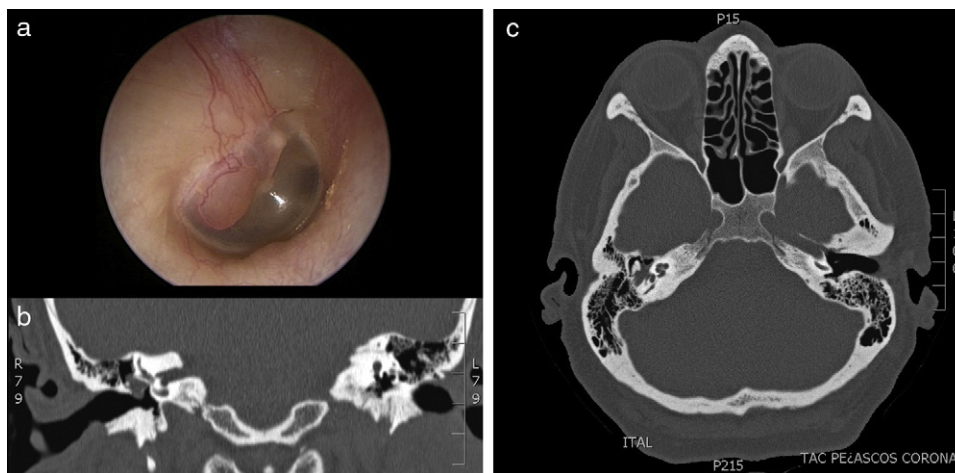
(a) Imagen de otoscopia en la que se observa una tumoración que protruye en el cuadrante posterosuperior del oído derecho. (b) Corte coronal y (c) axial de serie ósea de tomografía axial computarizada mostrando una lesión que ocupa región meso y epitimpánica, y que engloba la cadena osicular.
